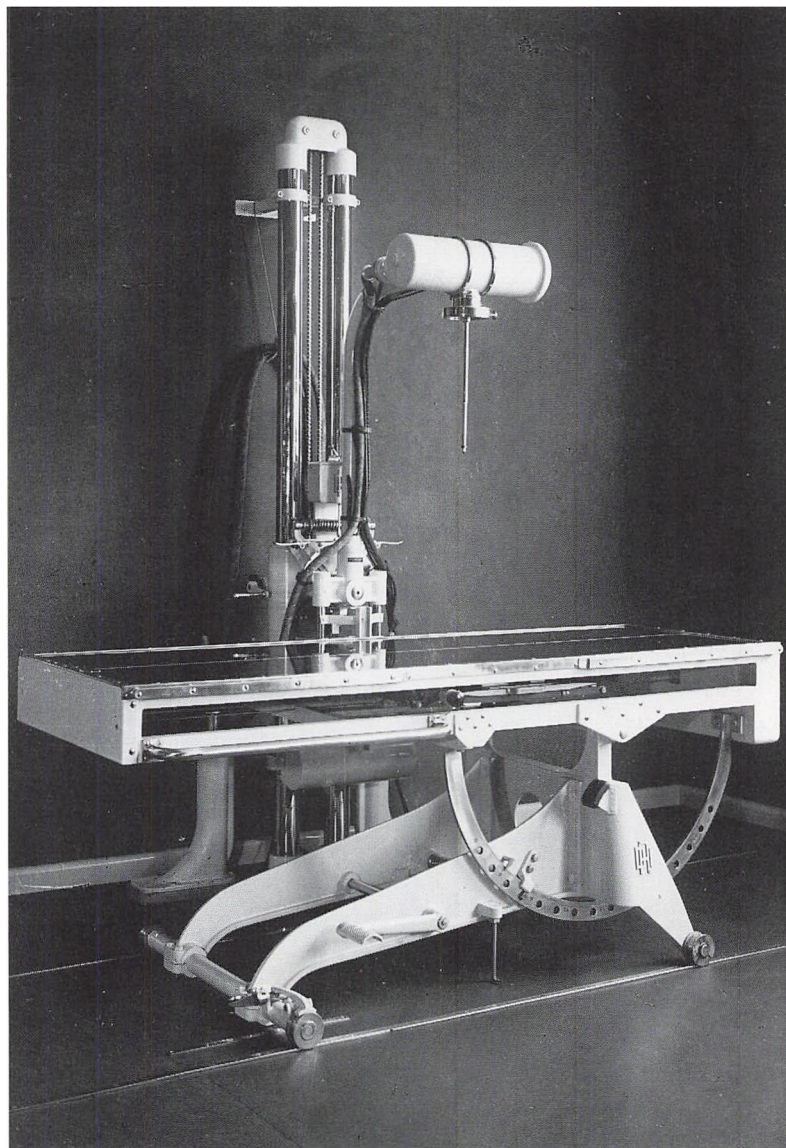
Det første eksemplar af den danske tomograf, Danatom, opstillet på Randers sygehus 1949/50.
